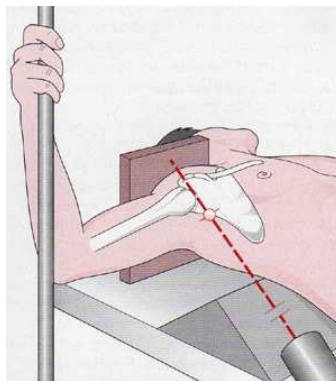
Technik bei einer axialen Röntgenaufnahme [74]
